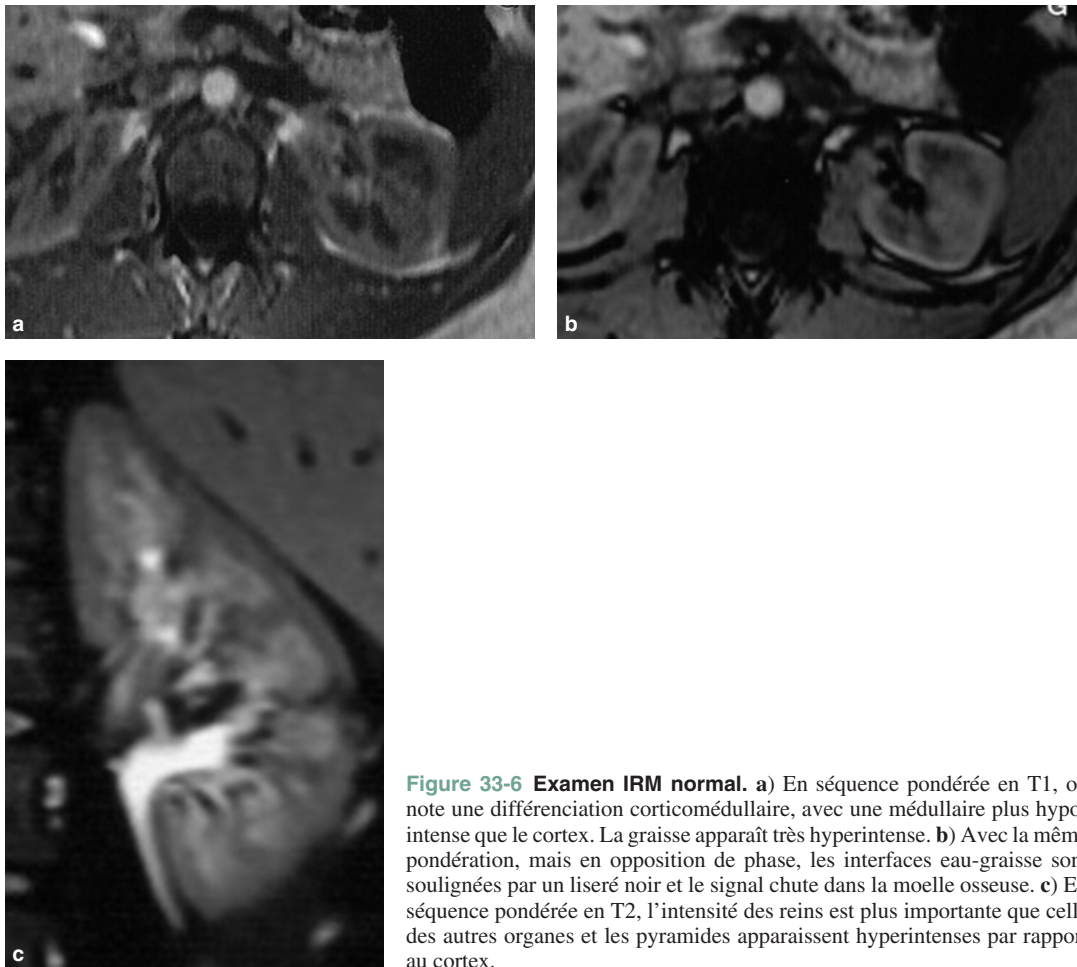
Examen IRM normal. a) En séquence pondérée en T1, on note une différenciation corticomédullaire, avec une médullaire plus hypointense que le cortex. La graisse apparaît très hyperintense. b) Avec la même pondération, mais en opposition de phase, les interfaces eau-graisse sont soulignées par un liseré noir et le signal chute dans la moelle osseuse. c) En séquence pondérée en T2, l'intensité des reins est plus importante que celle des autres organes et les pyramides apparaissent hyperintenses par rapport au cortex.
